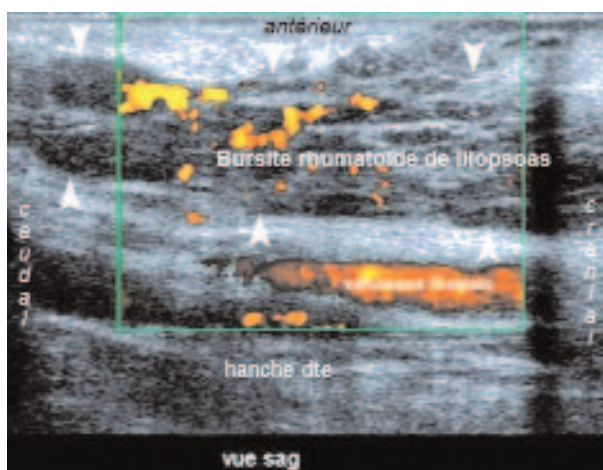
Prothèse de hanche pour coxite rhumatoïde. Douleurs antérieures. Coupe échographique sagittale Doppler puissance. Enorme bursite rhumatoïde de l'iliopsoas avec une synoviale épaisse très hyperhémique.
